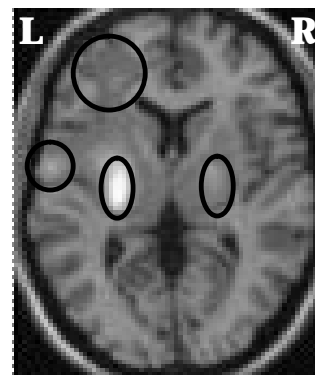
FDG-PETによる局所脳糖代謝量の変化(○は増加がみられた部位) (第61回日本老年医学会にて発表)
